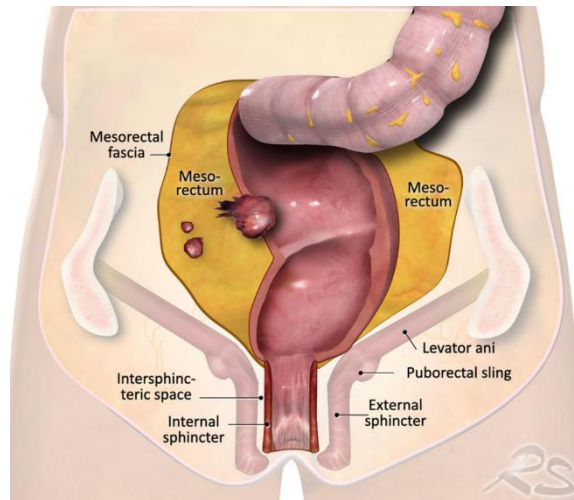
Ejemplo de localización de un tumor, recto alto. Tomada de Taylor FGM, Swift RI, Blomqvist L, Brown G. A Systematic Approach to the Interpretation of Preoperative Staging MRI for Rectal Cancer. American Journal of Roentgenology. diciembre de 2008;191(6):1827-35.
